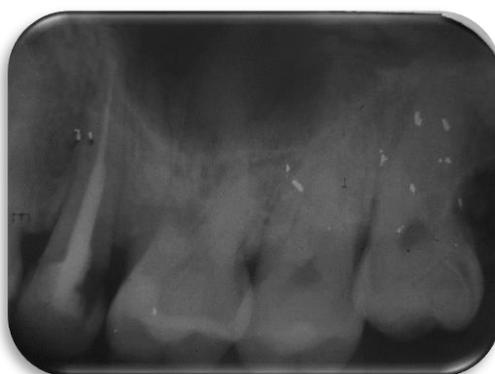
radiografia periapical do elemento 15.
